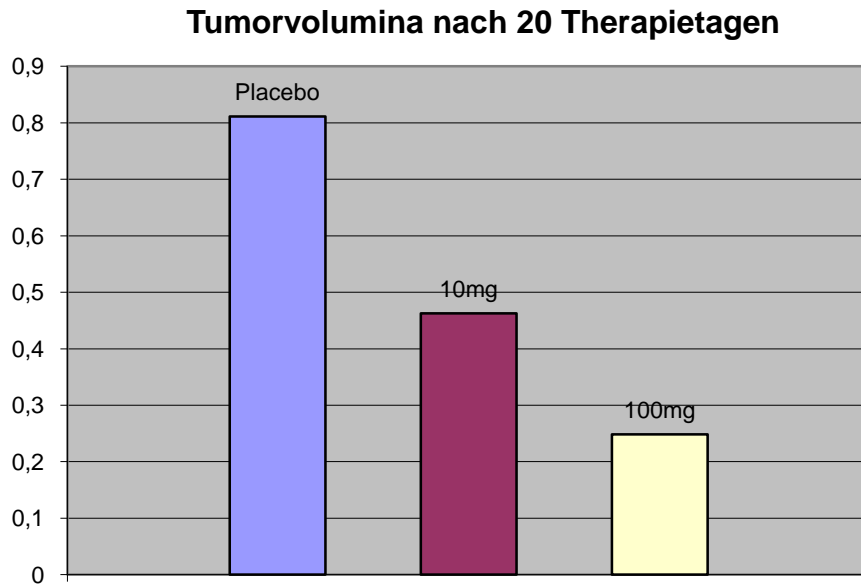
Größenzunahme der Tumore im Therapiezeitraum ermittelt mit dem MRT
